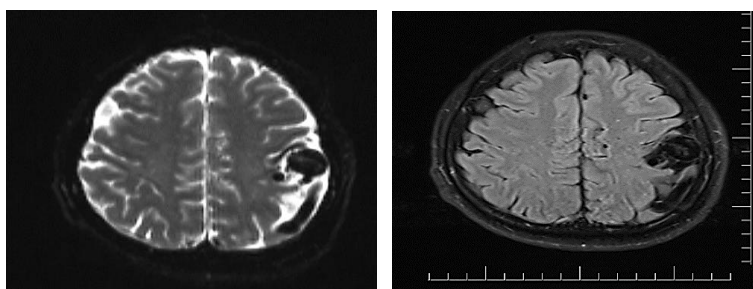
Resultados de Resonancia Magnética utilizando gadolinio como contraste.
